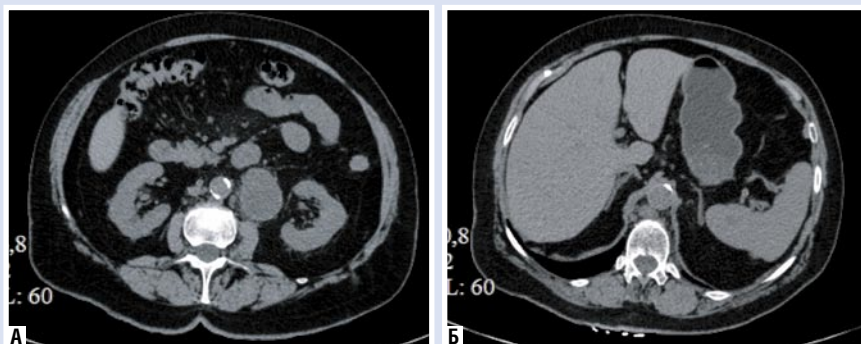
Компьютерные томограммы в нативную фазу исследования. Неорганное забрюшинное образование (А); метастазы в селезенку (Б)
